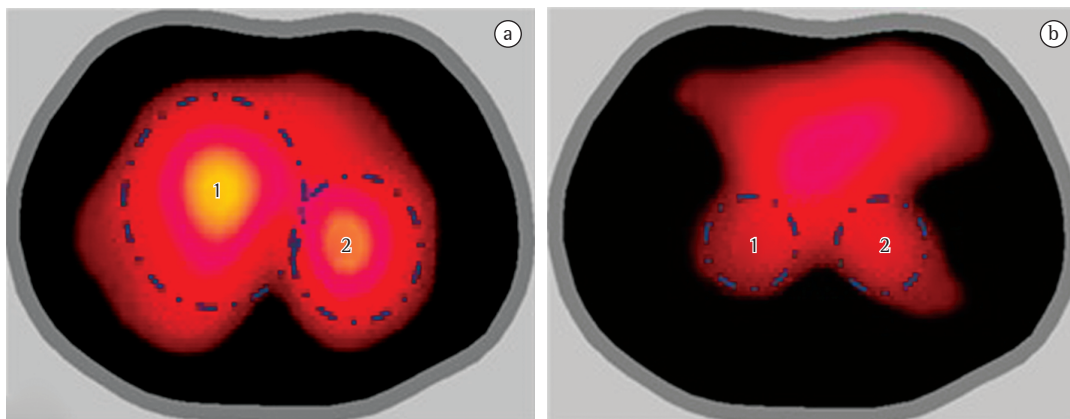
Imagens de tomografia de impedância elétrica obtidas na altura do 4º espaço intercostal de uma paciente de 27 anos com resultado normal (em a) e de uma paciente de 31 anos portadora de hipertensão arterial pulmonar idiopática há 20 anos (em b). Notar a diferença no sinal de variação de impedância elétrica (intensidade e extensão) nas áreas 1 e 2, provavelmente associada à complacência vascular normal (em a) e reduzida (em b).
